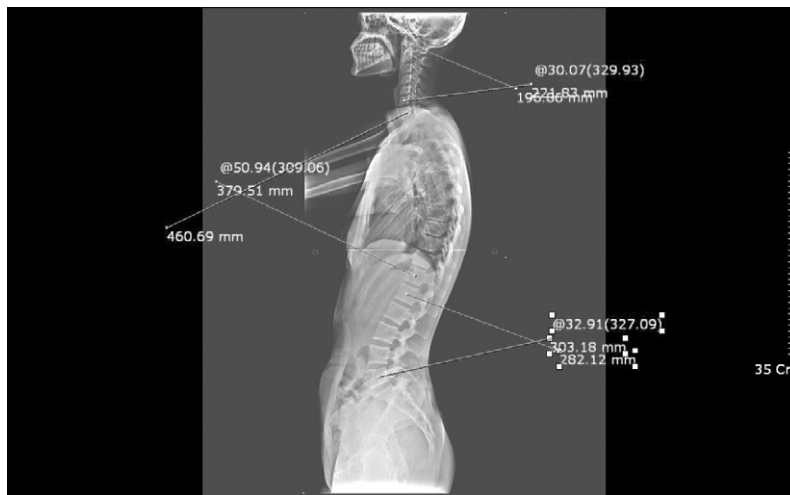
Whole spine X-ray(lateral) of Case 3. (pretreatment)
